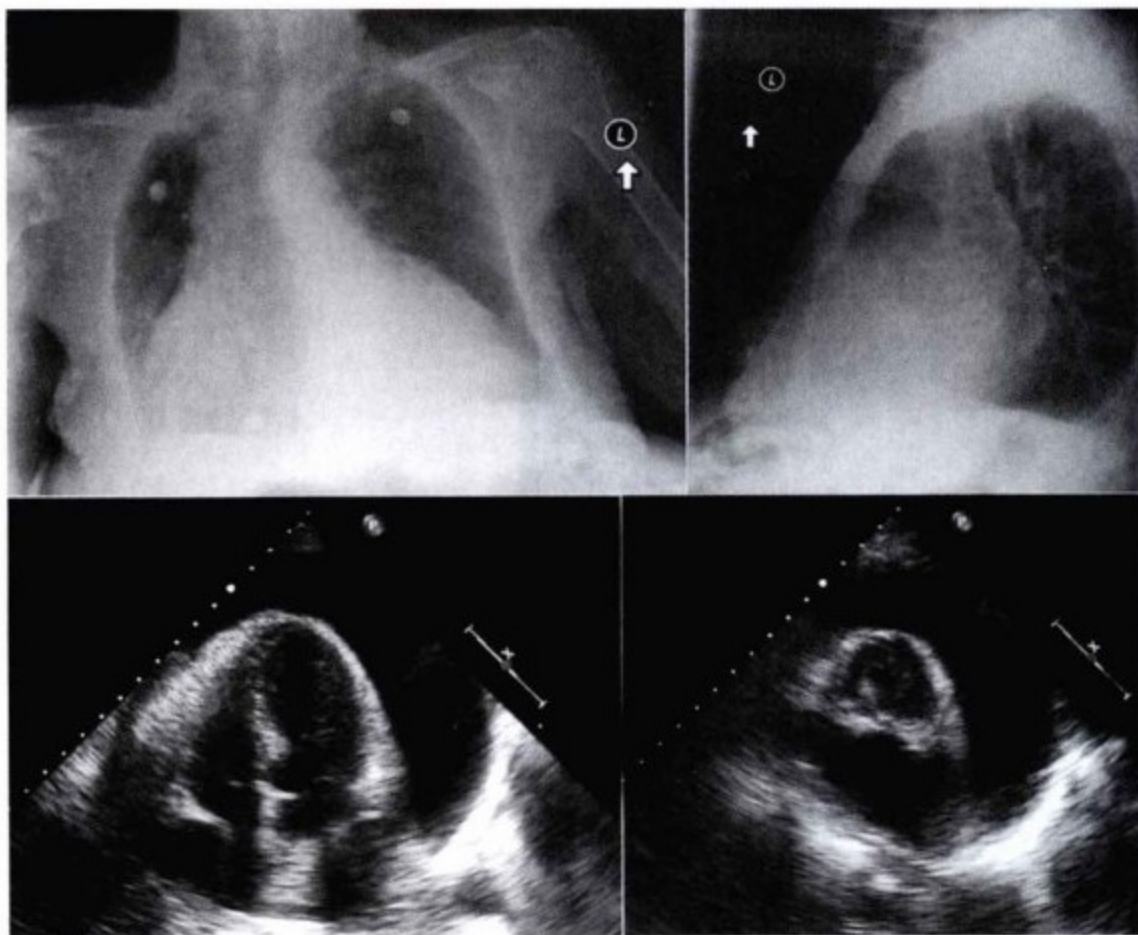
上图,后前位与侧位胸片显示心脏显著增大,肺野清晰,无胸腔积液。左下图,经胸超声心动图心尖四腔心切面。右下图,经胸超声心动图胸骨旁短轴切面。这两幅图均显示大量的心包积液。心尖四腔心切面显示右房塌陷,胸骨旁短轴切面显示右室塌陷、变小。
